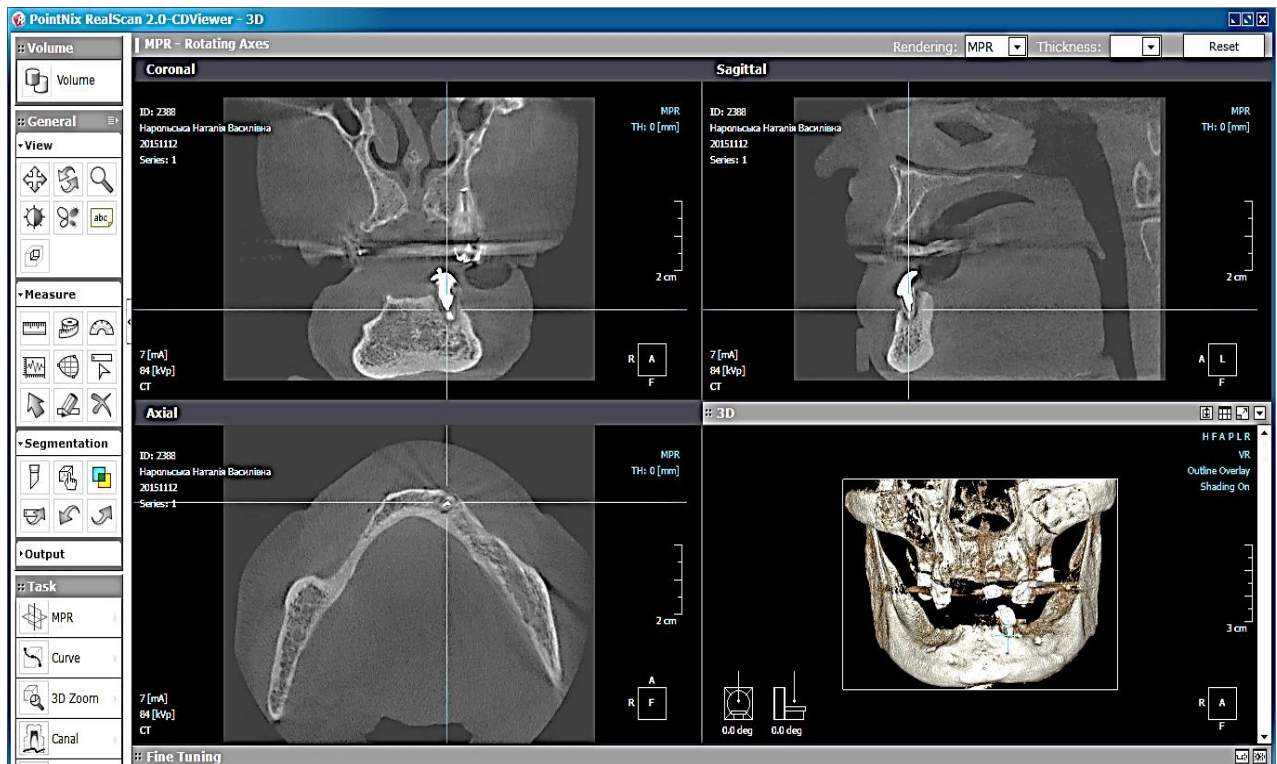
Інтерфейс програми Real Scan для опрацювання результатів конусно-променевої комп'ютерної томографії
